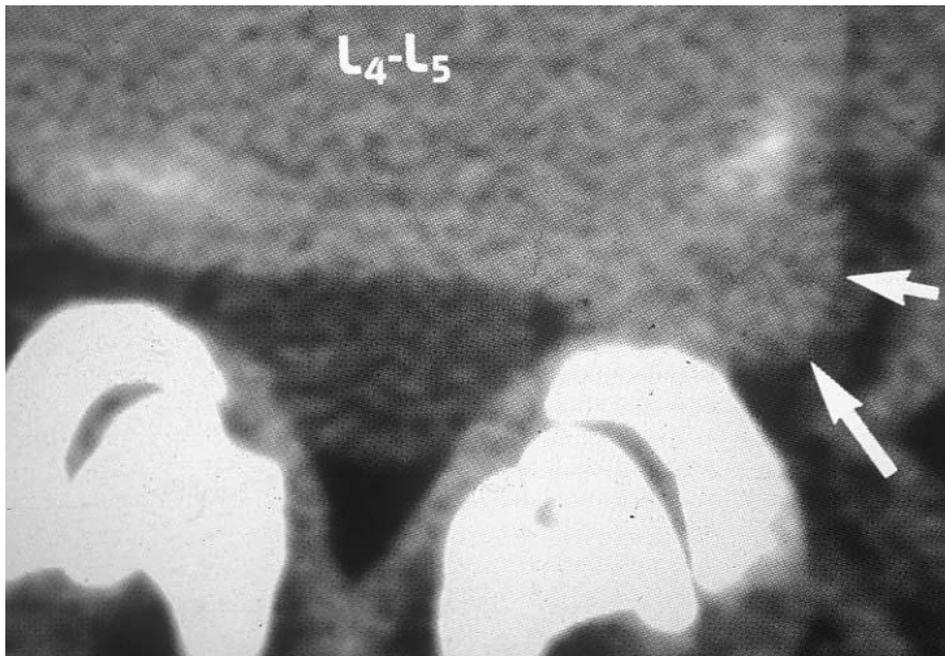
TDM du rachis lombosacré en fenêtre parenchymateuse avec coupe axiale montrant une hernie discale L4-L5 extra-foraminale gauche [23].
